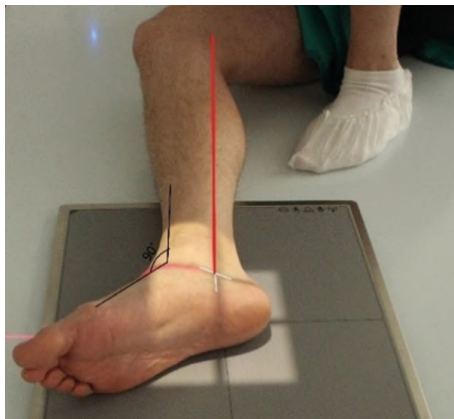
Рентгенография стопы. Боковая проекция пяточной кости
